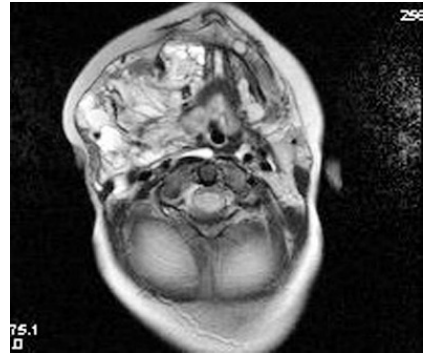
Хлопчик Г., 2 роки. Дрібнокістозна ЛМ у ділянці верхньої губи і щоки: А – фото, асиметрія обличчя, неповне закривання рота, слинотеча; В – МРТ в режимі Т2, аксіальна проекція – ураження усіх шарів м'яких тканин верхньої губи кістами мінімального діаметра, відсутність порожнин; С – МРТ в режимі Т2, фронтальна проекція, дифузне ураження верхньої губи, піднебіння.
